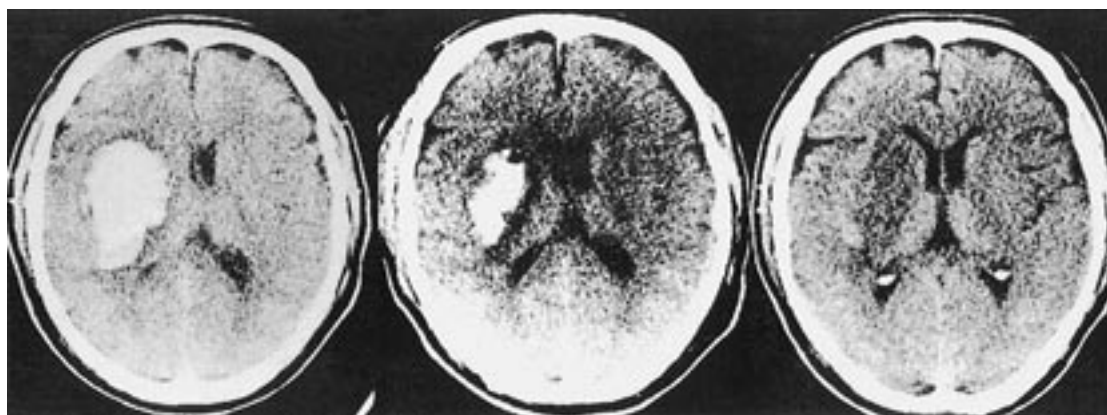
CT定位血腫吸引術をおこなった被殻出血の例
